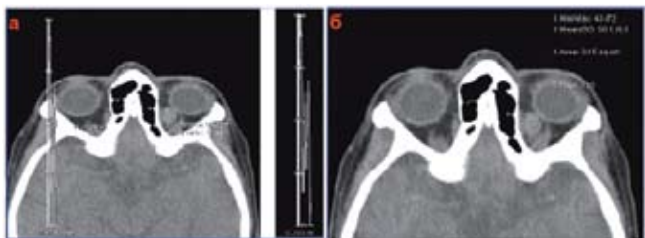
КТ орбит пациента (аксиальная проекция) с маленькой кавернозной гемангиомой левой орбиты: а — профиль плотности новообразования, б — ее плотность
